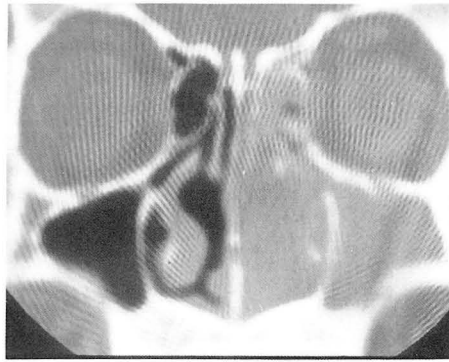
Type I. This pattern is only seen in maxillary aspergillois. Precontrast CT scan reveals central high attenuated calcification and reactive hyperostosis.
